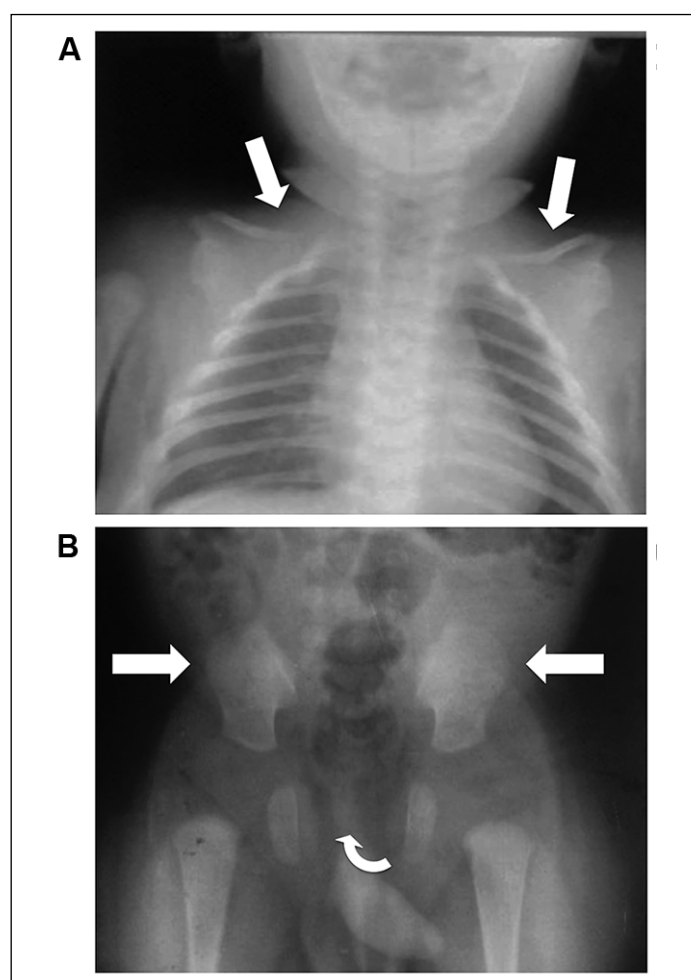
A: Radiografía de tórax (2 meses de edad): Impresiona un menor desarrollo del tercio lateral de clavículas, las escápulas algo hipoplásicas. B: Radiografía de cadera (4 meses de edad): No se observa osificación del pubis, hipoplasia de huesos iliacos.
